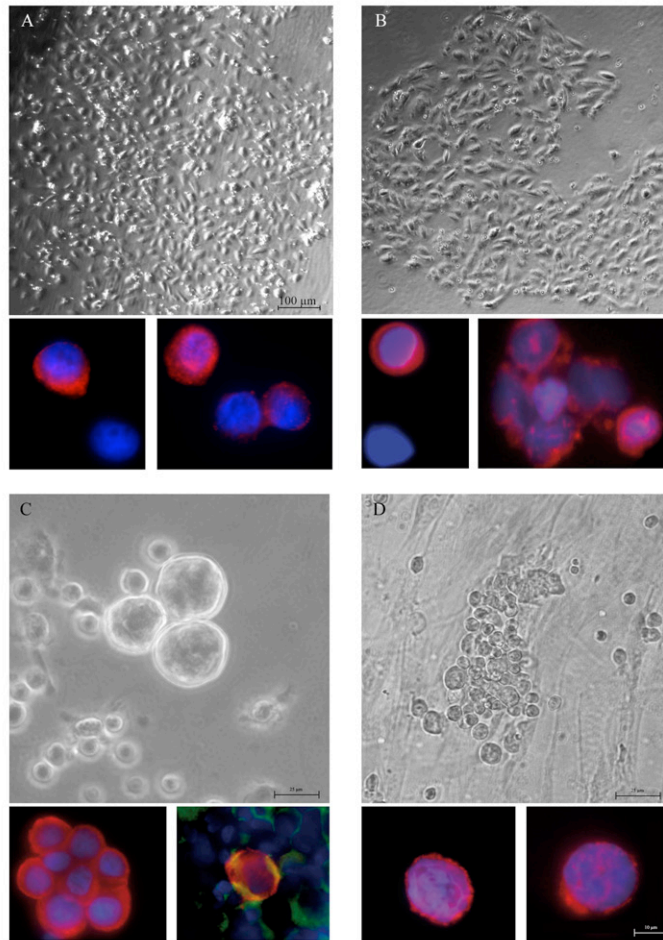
In-vitro-Expansion von CTCs/DTCs aus metastasierten Karzinompatienten. A: RM-30, oben: proliferierende Zellen mit epithelialer Morphologie, B: HD-82, oben: proliferierende Zellen mit epithelialer Morphologie, C: P-7, oben: in Suspension proliferierende Zellen, D: P-5, oben zwischen Fibroblasten proliferierende Zellen; A-D unten: Immunfluoreszenz-Färbung: TRITC: PAK: Maus-anti-human-A45/BB3 (links); PAK: Maus-anti-human-EpCAM-IgG (rechts), SAK: anti-Maus-IgG *Alexa Fluor*TM-564; FITC: direkt gekoppelter *Alexa Fluor*TM-488 anti-human CD45-IgG; Dapi: *VECTASHIELD*[®] *Hard_Set*TM Mounting-Medium mit DAPI.
